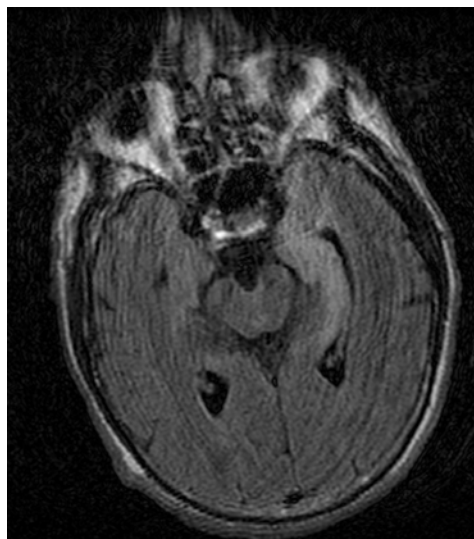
Lesión hiperintensa en secuencia FLAIR a nivel temporal izquierdo.
